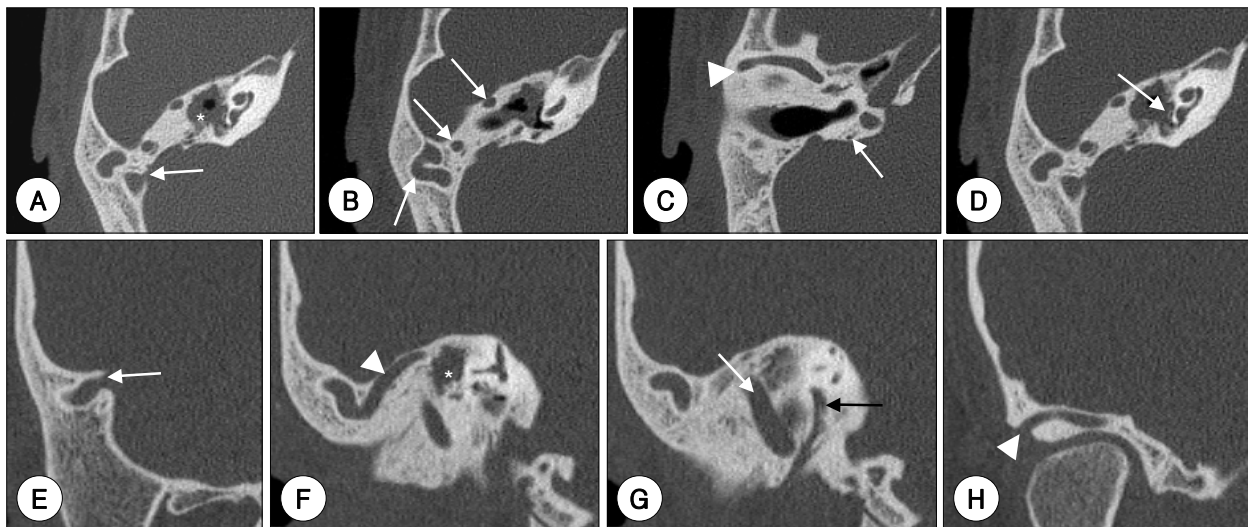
Axial and coronal HRCT scans of the temporal bone. A–D : The PSS starts from the rostral portion of the transverse sinus (A, white arrow). Small mastoid antrum is filled with cholesteatoma (A, asterisk). It passes tortuously through superior portion of mastoid bone to the anterior wall of the EAC (B, white arrows) and ends at the postglenoid foramen (C, white arrowhead). Abnormally small facial nerve canal in the posterior wall of the EAC (C, white arrow) is shown. Normal stapes is shown (D, white arrow). E–H : The PSS starts from the rostral portion of the transverse sinus and courses into the temporal bone (E, white arrow). It courses tortuously in the poorly pneumatized temporal bone (F, white arrowhead). Cholesteatoma fills small mastoid antrum (F, asterisk). Another abnormal venous drainage route passes through the posterior wall of the EAC (G, white arrow) just lateral to the facial nerve (G, black arrow). The PSS exits the temporal bone through the posterior glenoid foramen (H, white arrowhead).
